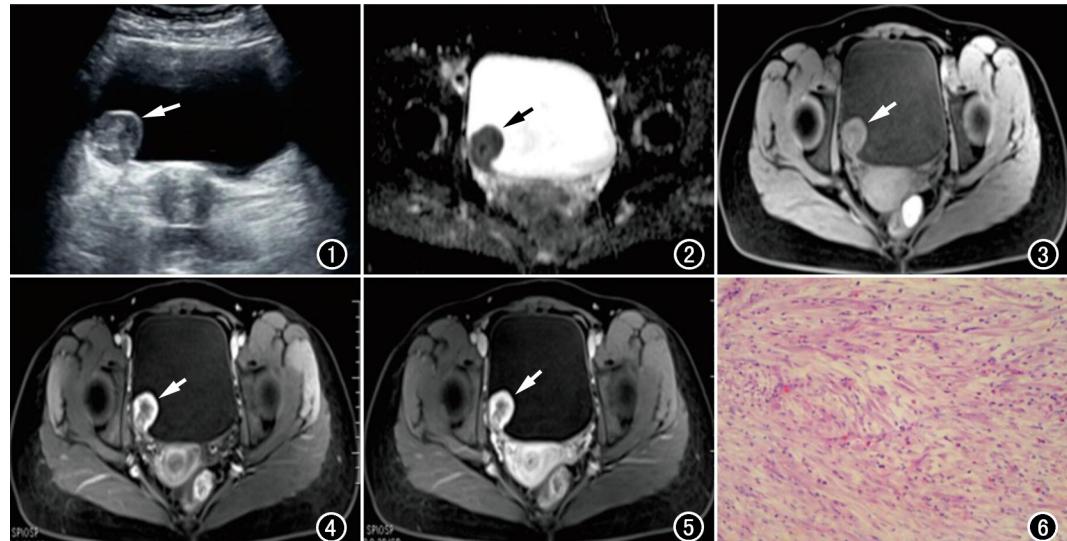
B超显示膀胱右后壁见一类圆形不均匀稍低回声(箭)。图2 ADC图示病灶呈低信号(箭)。图3 MRI增强扫描动脉期病灶可见强化(箭)。图4 静脉期病灶强化程度明显增强(箭)。图5 延迟期病灶持续渐进强化(箭),中央可见不强化区域。图6 镜下见细胞呈梭形,排列紊乱,周围多发嗜酸性粒细胞浸润(×100,HE)。
